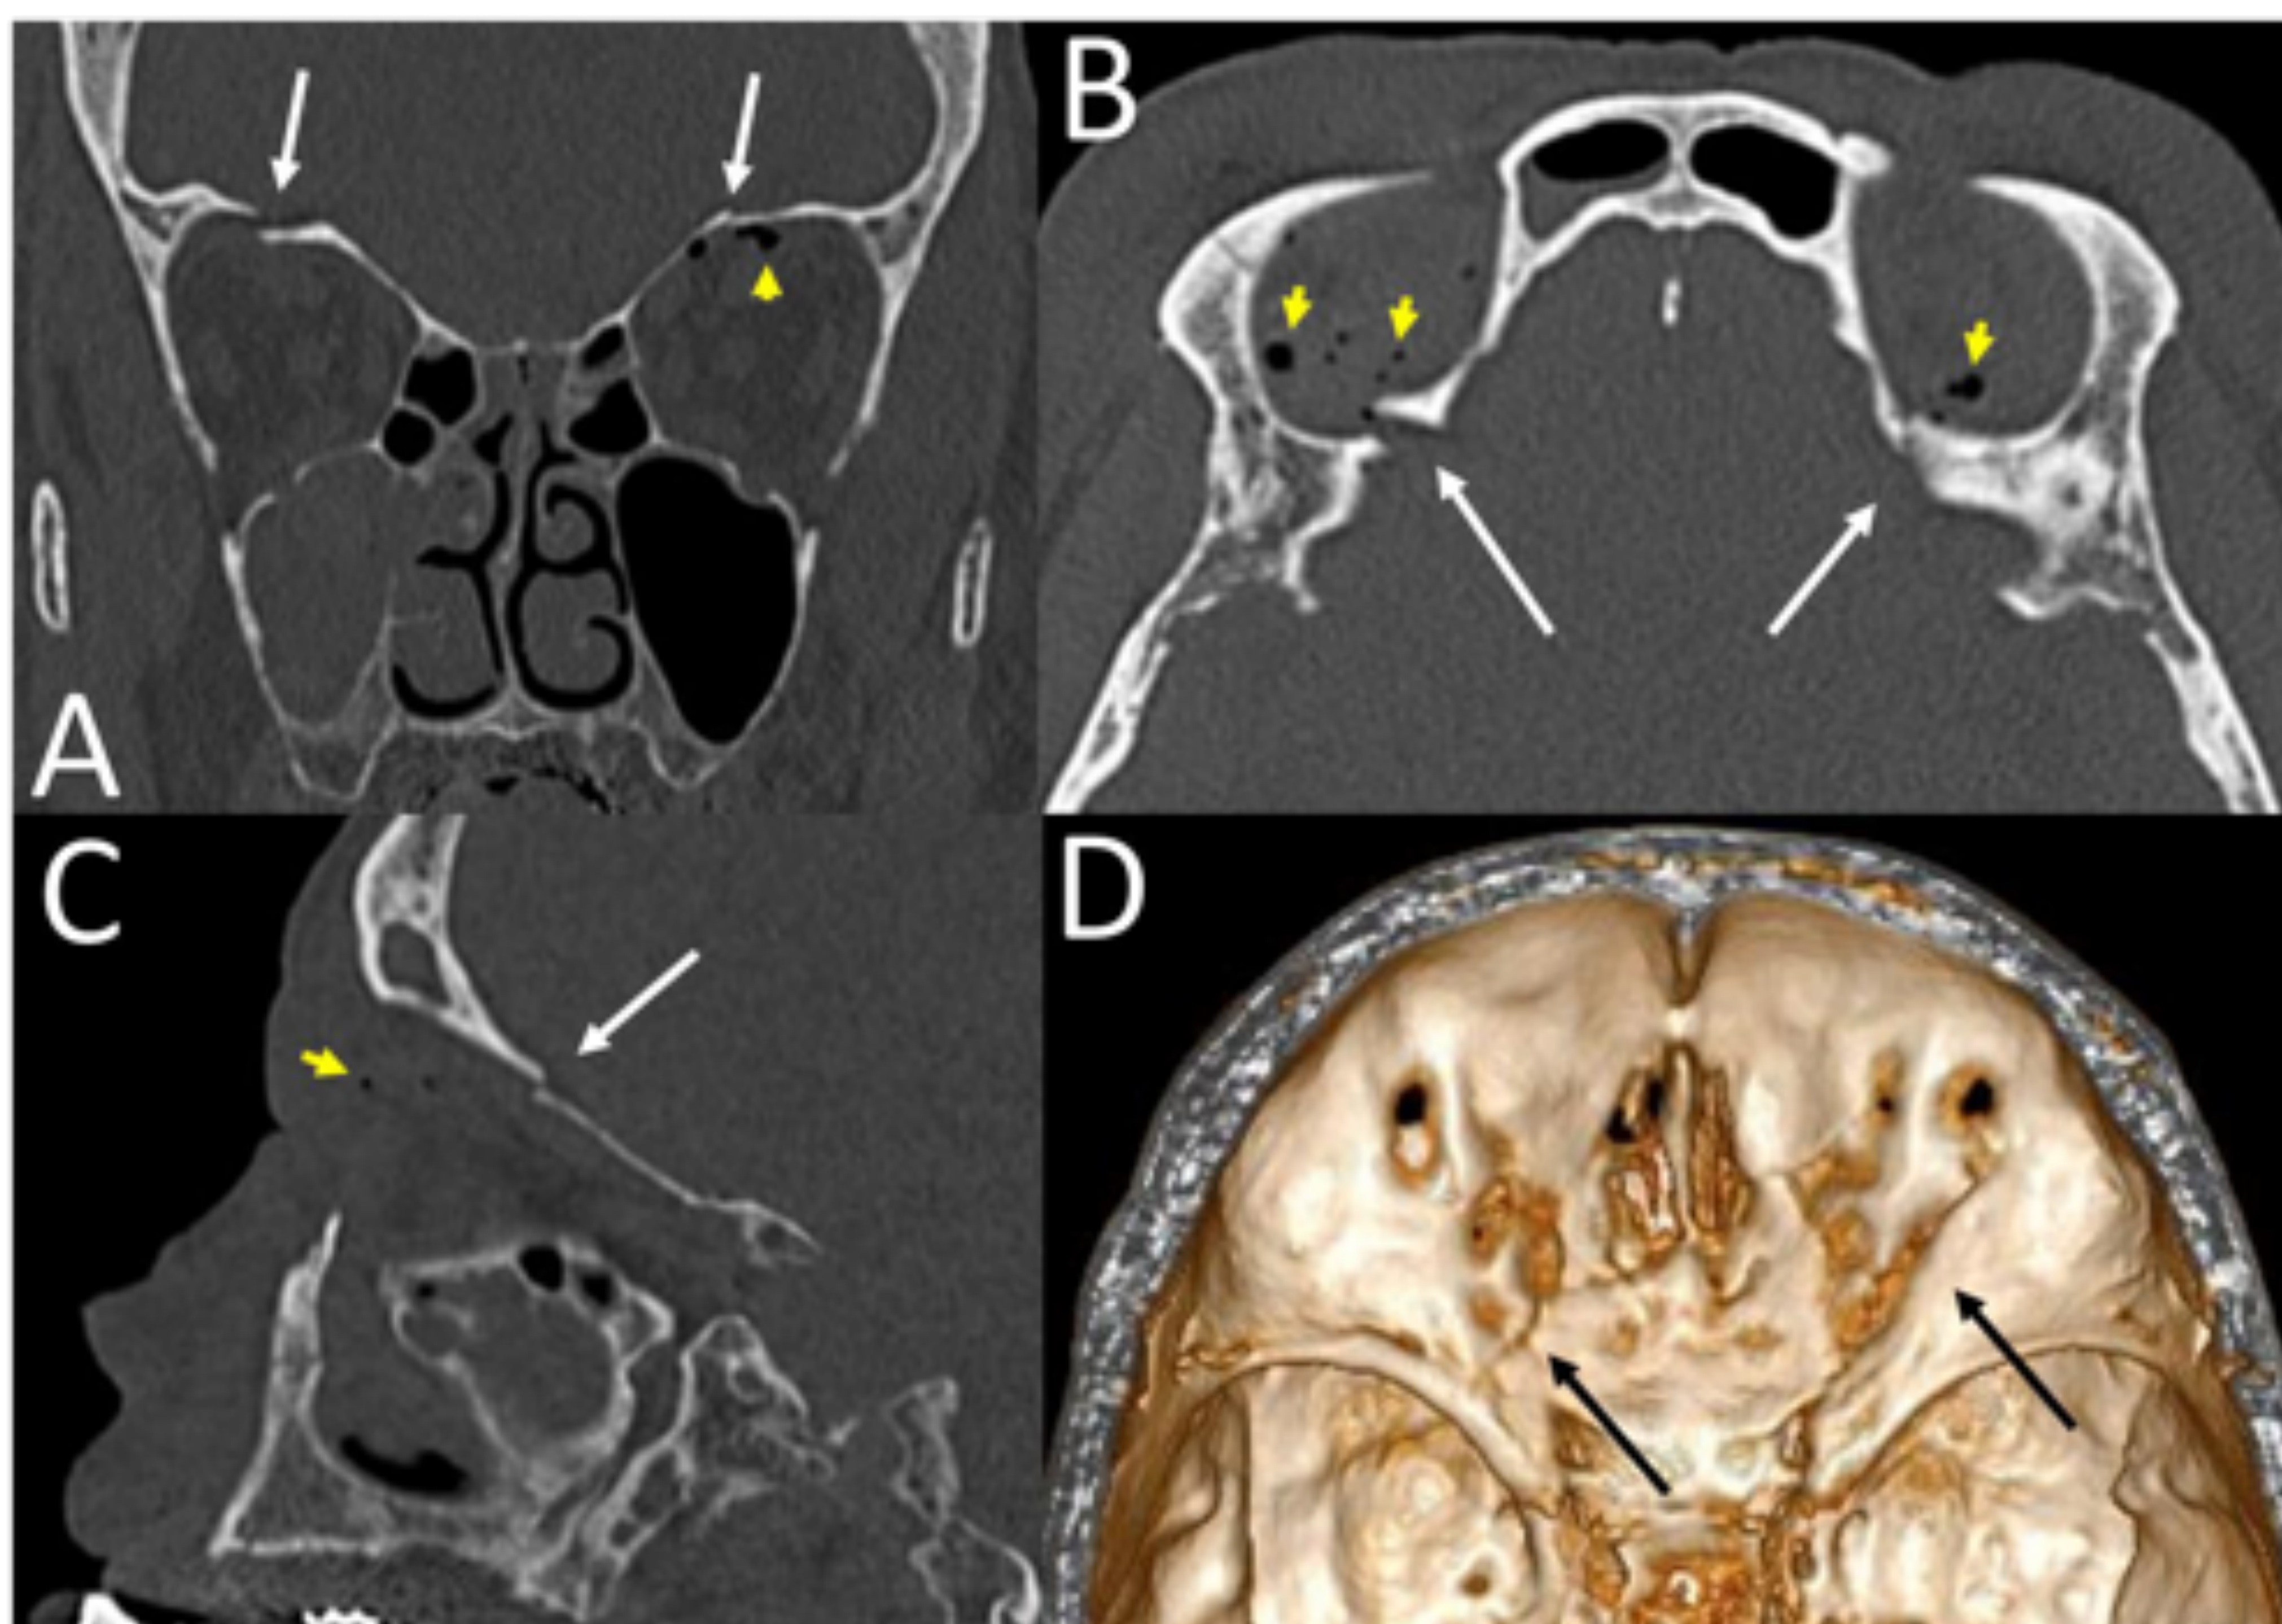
Fractura del techo orbitario. A, B y C: TC coronal, axial y sagital que muestran fracturas bilaterales del techo orbitario (flechas blancas). En el lado derecho, el techo orbitario está levemente desplazado hacia la órbita. Hay burbujas de gas en la grasa extraconal (puntas de flecha), provenientes del seno frontal. D: Reconstrucción 3D (visión posterior) en la que se observan los trazos de las fracturas (flechas negras).
